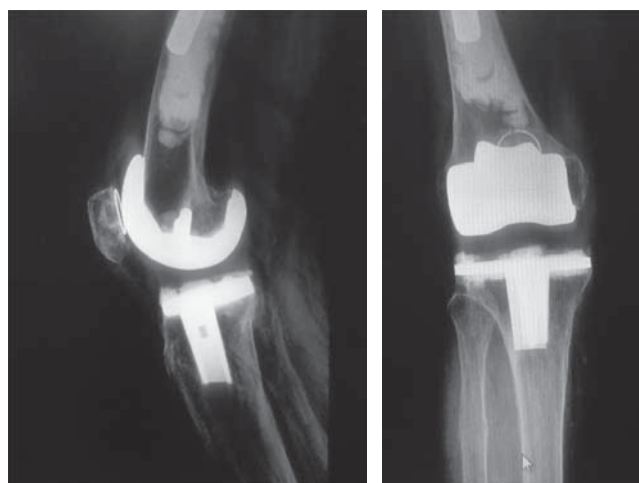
Radiografías AP y lateral de rodilla derecha posterior al cambio y cementado del polietileno.
